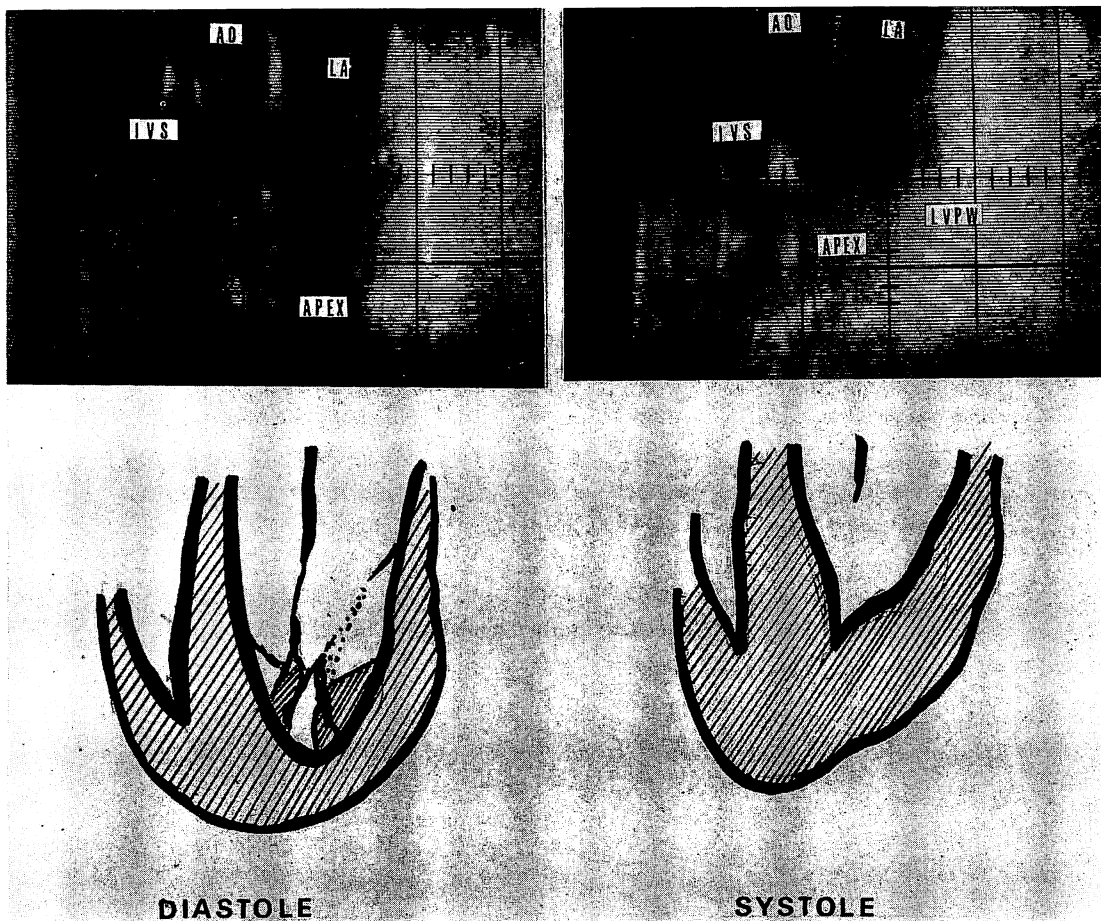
Real-time two-dimensional echocardiogram and its scheme the same case as Fig. 5.
